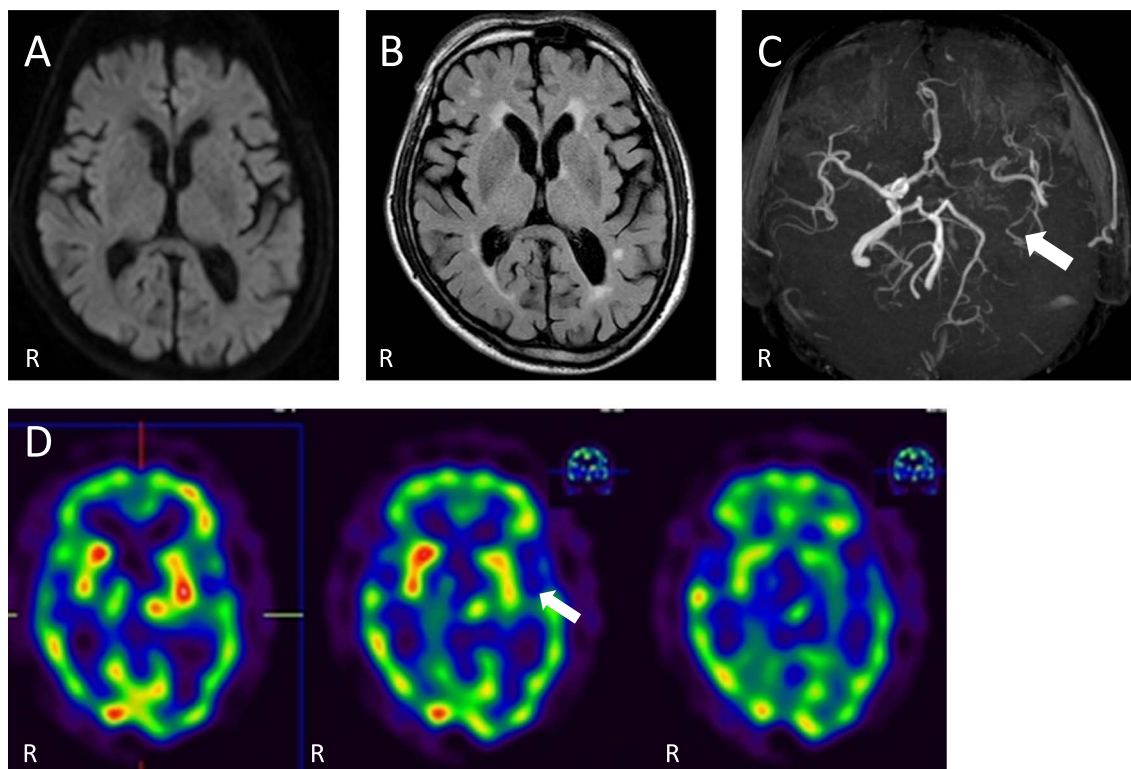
Magnetic resonance imaging (MRI) and SPECT on admission day.
